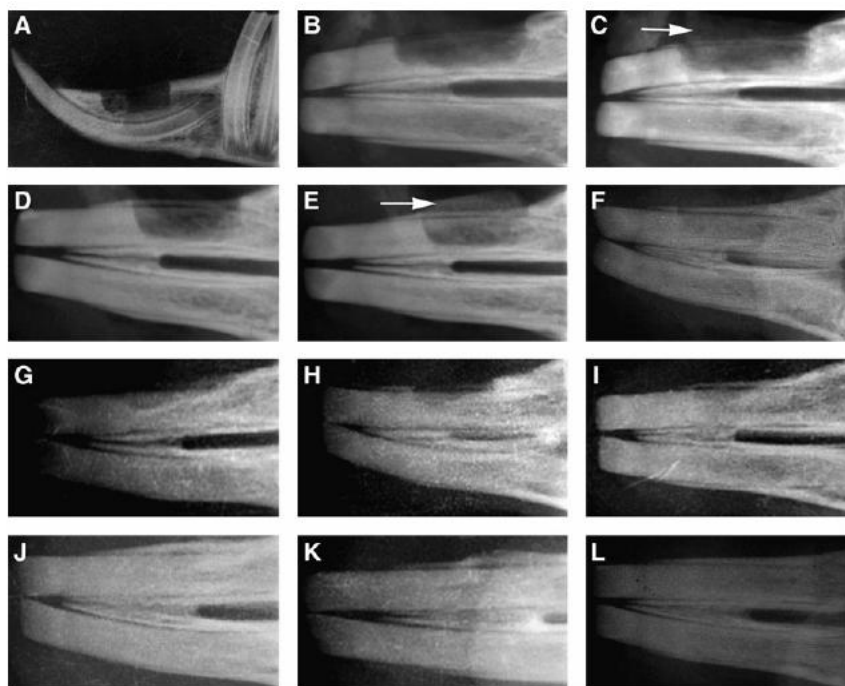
Radiografias do defeito; aparência do defeito alveolar das 0 às 12 semanas de A a L. Adaptado de Liu et al., 2011.
